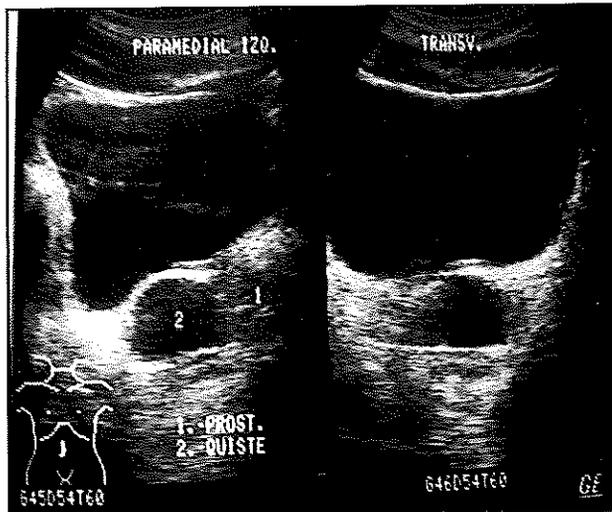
Ecografía transabdominal.
